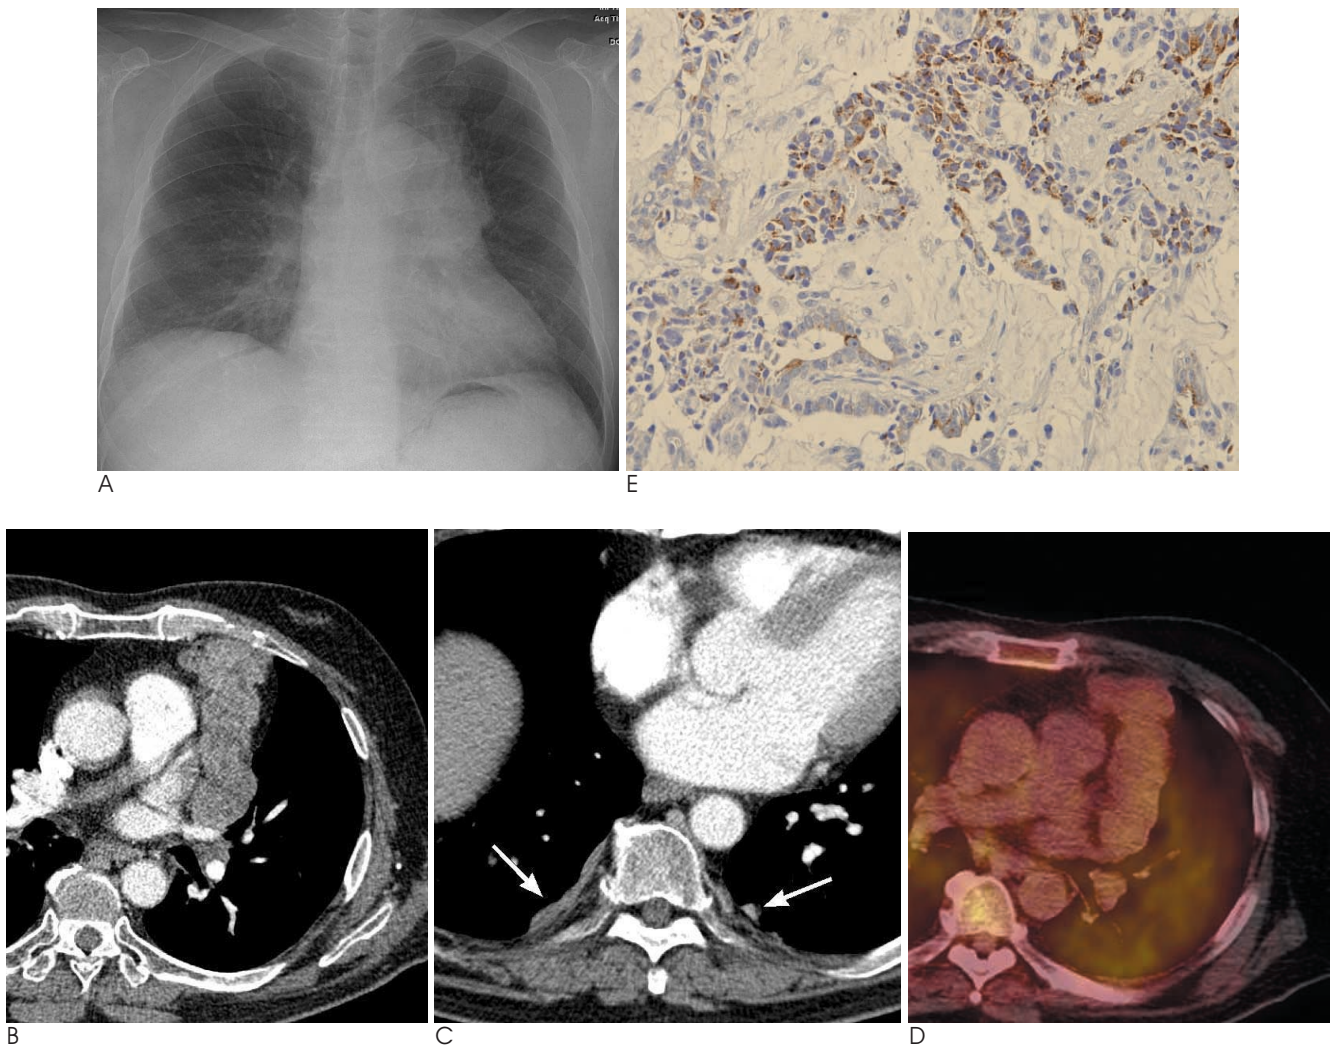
A. Chest radiograph shows huge bulging mass in the anterior mediastinum.
